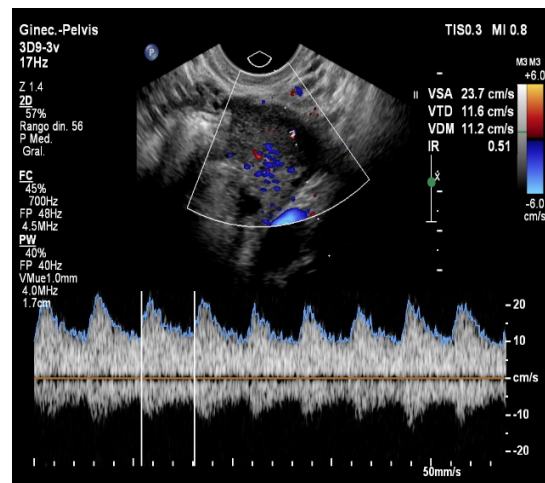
Se representa ecográficamente ovario izquierdo con tumoración hipocóica de contenido denso de 28x14 mm (fig. 3) y ecografía Doppler de la tumoración con gran vascularización central y resistencias disminuidas (IR 0.51) (fig. 4).
